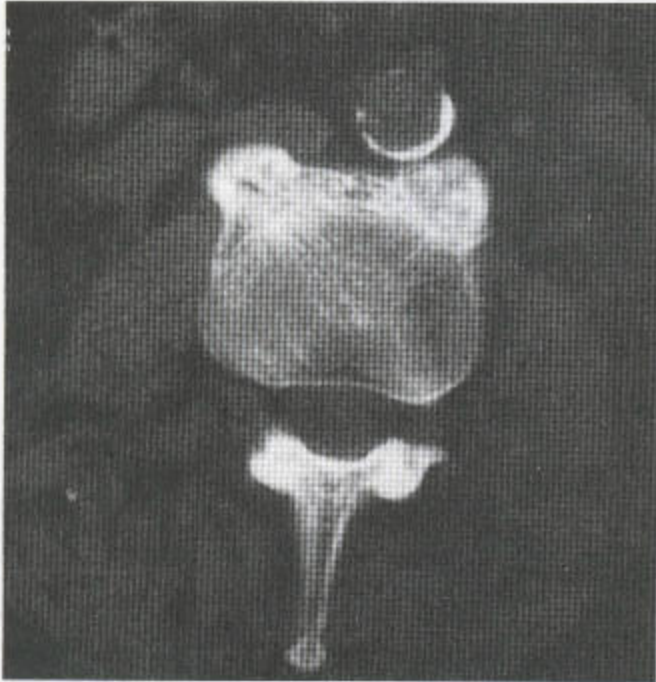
DISH 患者的腰椎 CT 请注意应力线向新骨延伸。
